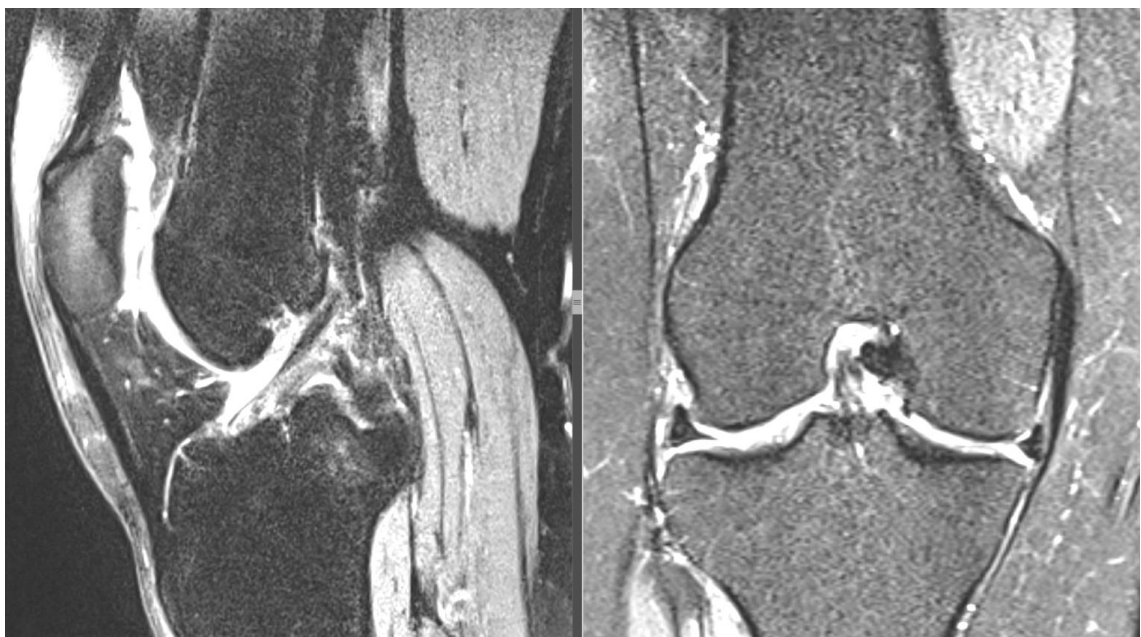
Пациентка Ю.: МРТ правого коленного сустава
